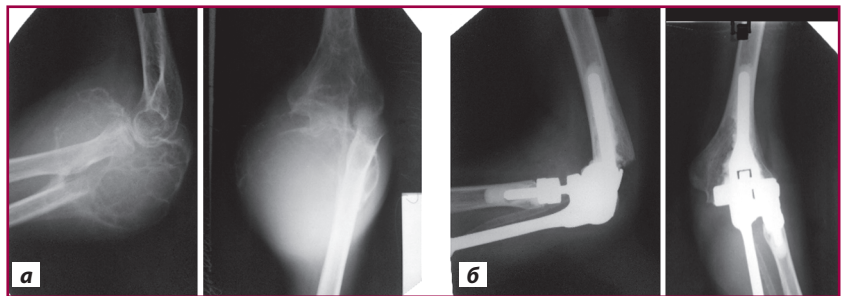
Фотовідбитки рентгенограм пацієнта Г.: а) з пухлиною проксимального відділу ліктьової кістки до виконання оперативного втручання; б) після резекції суглобового сегмента ліктьової кістки з пухлиною та ендопротезування ліктьового суглоба
